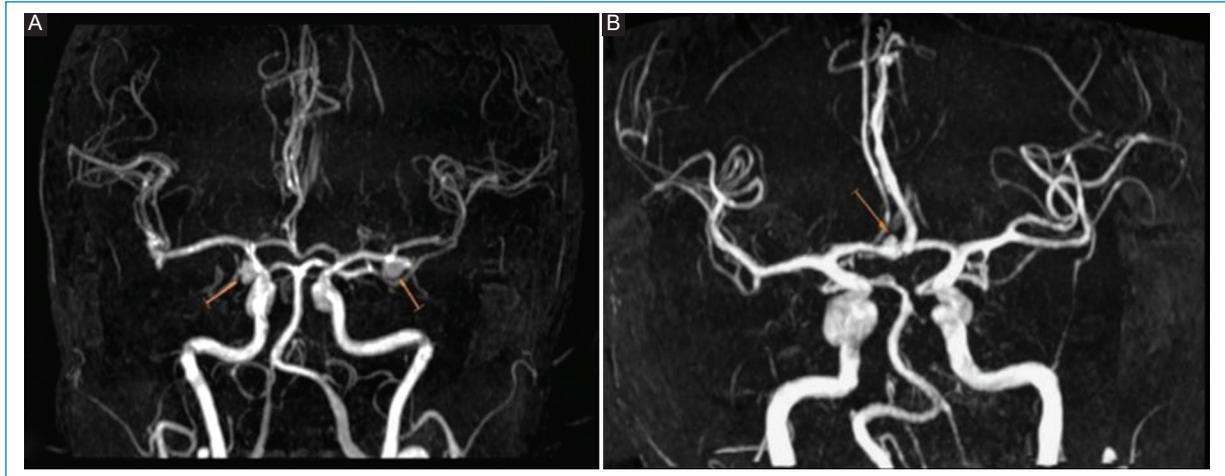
Detección de aneurismas intracraneales mediante angiografía por RM. (A) Paciente de 40 años, Se observan aneurismas bilaterales, en la arteria carótida interna derecha y en la arteria cerebral media izquierda. (B) Paciente de 53 años donde se observa un aneurisma sacular en arteria comunicante anterior derecha.
